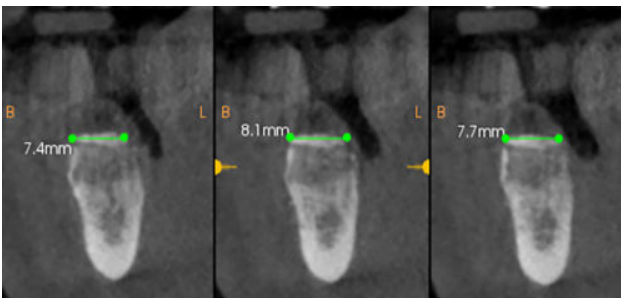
Corte ortorradiol del CBCT donde se observa la ganancia ósea horizontal
